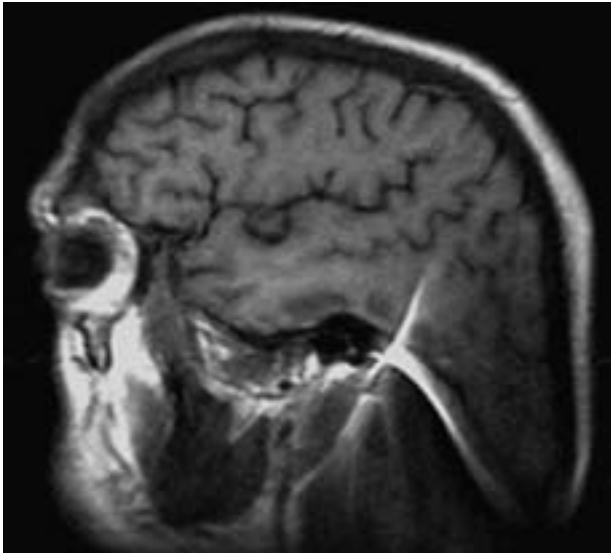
Aunque la naturaleza de los implantes haga que sean compatibles con la RM, éstos pueden producir distorsiones en la imagen.
